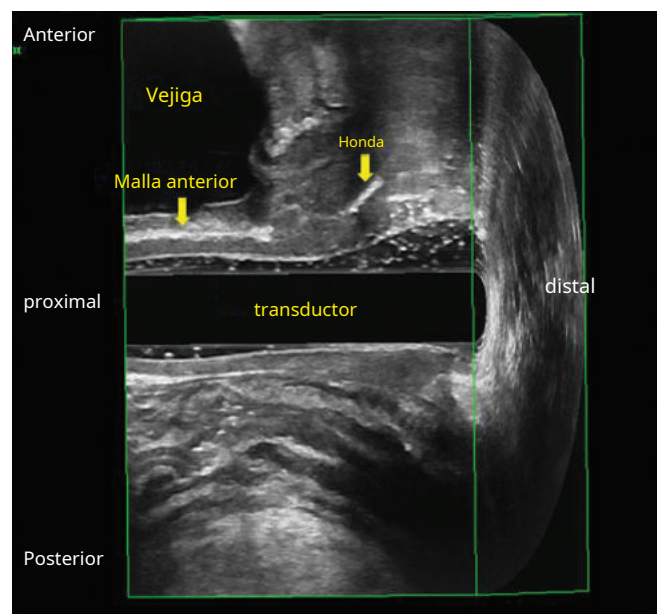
Volumen de ultrasonido tridimensional. La malla vaginal anterior y los cabestrillos están etiquetados.
